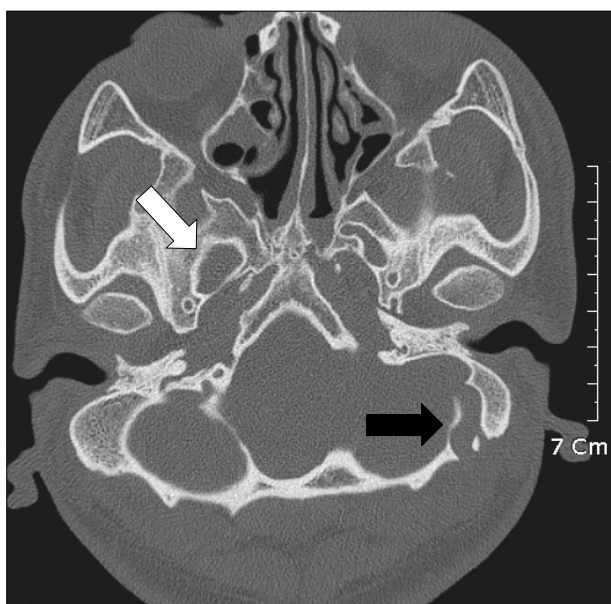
Axial HRCT scan of the temporal bone shows enlargement of the right foramen ovale (white arrow) and prominent left mastoid emissary vein (black arrow).
